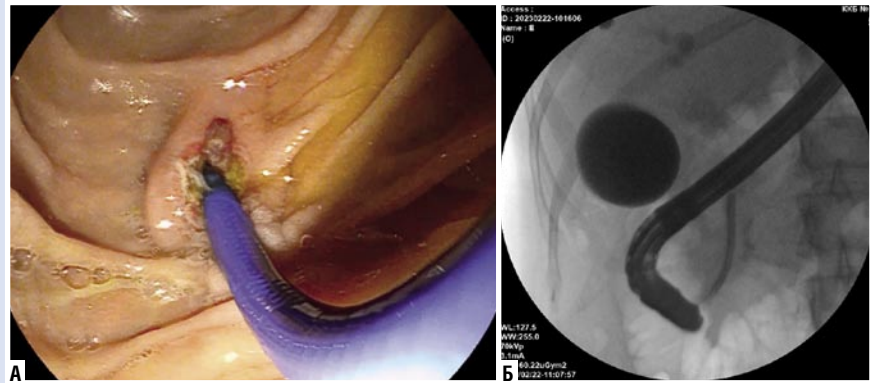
А — эндоскоп, Б — рентгенологический снимок, холангоскоп в просвете общего желчного протока.
